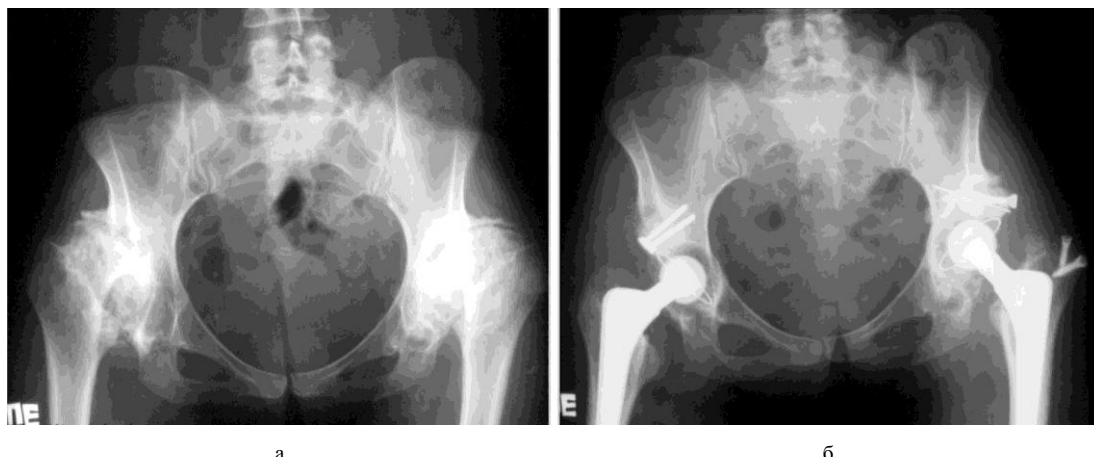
Рентгенограммы таза пациентки Ш. с диспластическим двусторонним коксартрозом III стадии, выполнена пластика дефектов вертлужной впадины с применением аутотрансплантатов из головки бедра, фиксация спонгиозными винтами, остеосинтез пластинки большого вертела шурупами слева
